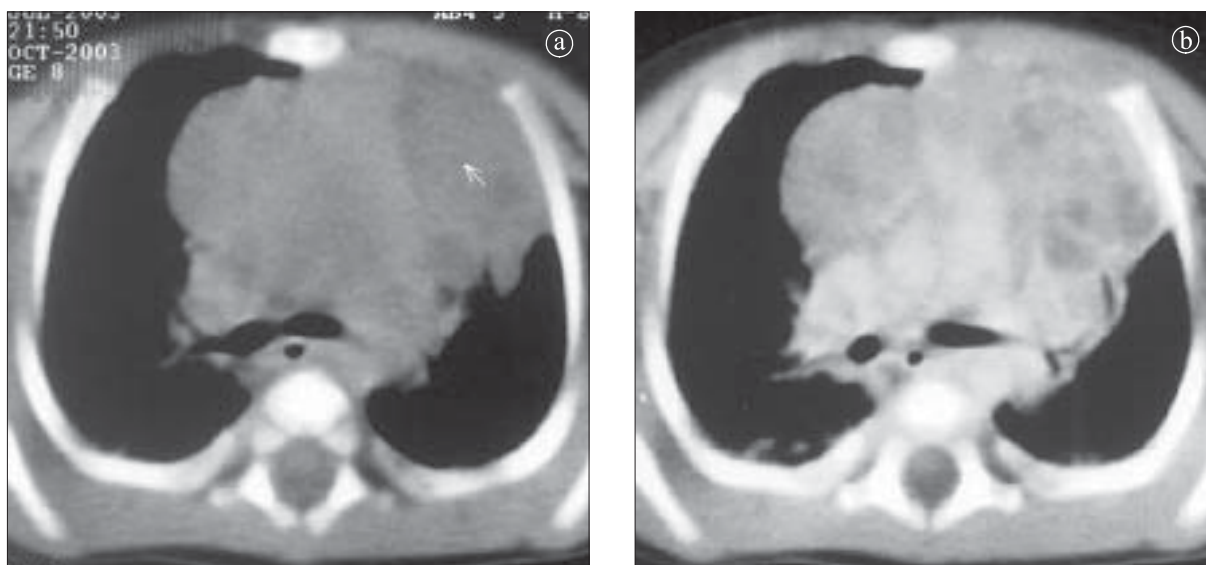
Chiste timice. Secțiuni toracice axiale CT. a) Precontrast, b) Postcontrast. Hipertrofia timusului cu câteva imagini cu densitate hidrică.
